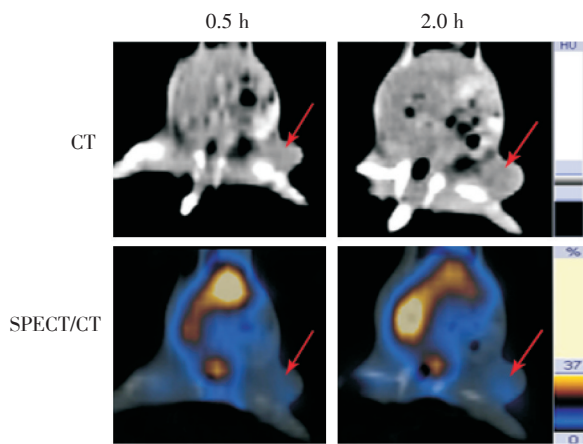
NOD/SCID小鼠尾静脉注射标记物^{99m}Tc-SHNH-aptamer后分别在0.5和2h的SPECT/CT显像图
